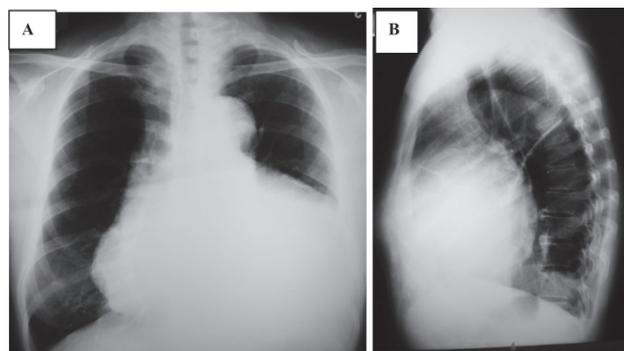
Radiografia de tórax em PA (A) e perfil (B) mostrando imagem de “coração em moringa” em um caso de tamponamento cardíaco.
